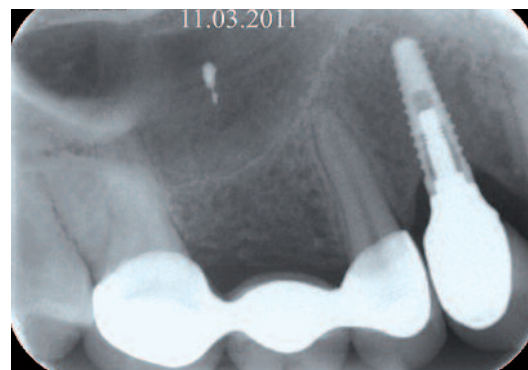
Contrôle radiographique avec un tissu osseux site 16 qui a rempli entièrement l'alvéole et l'ostéointégration de l'implant.
